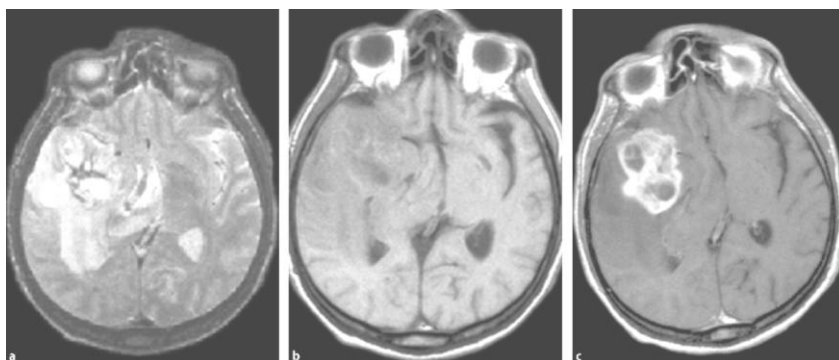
RMN - Glioblastom multiplu.
